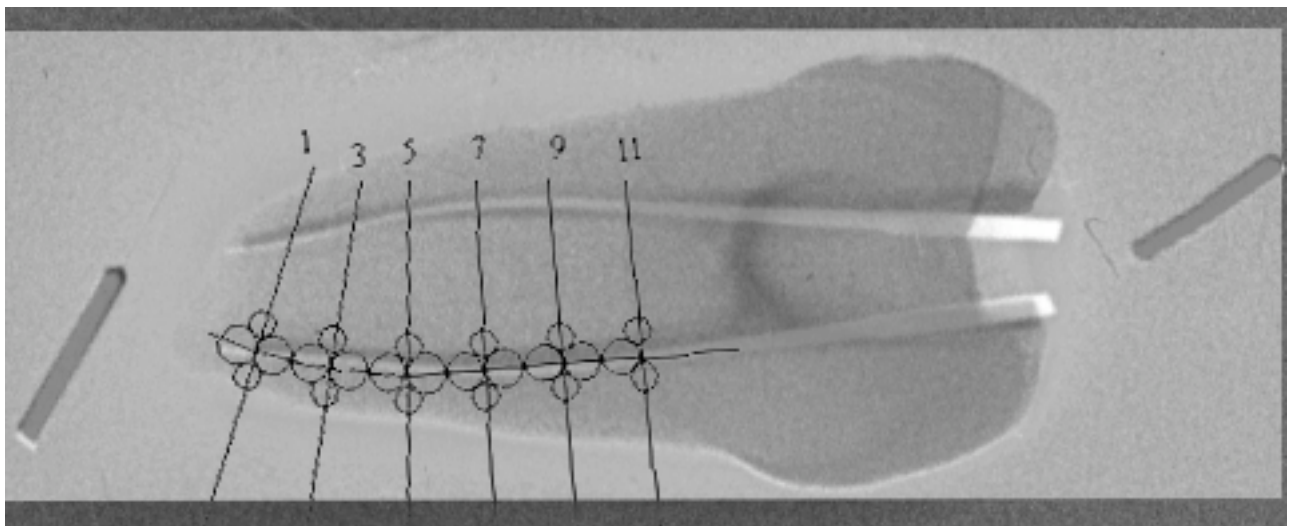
Überlagerte Vorher-/Nachher-Röntgenbilder mit Maske.
